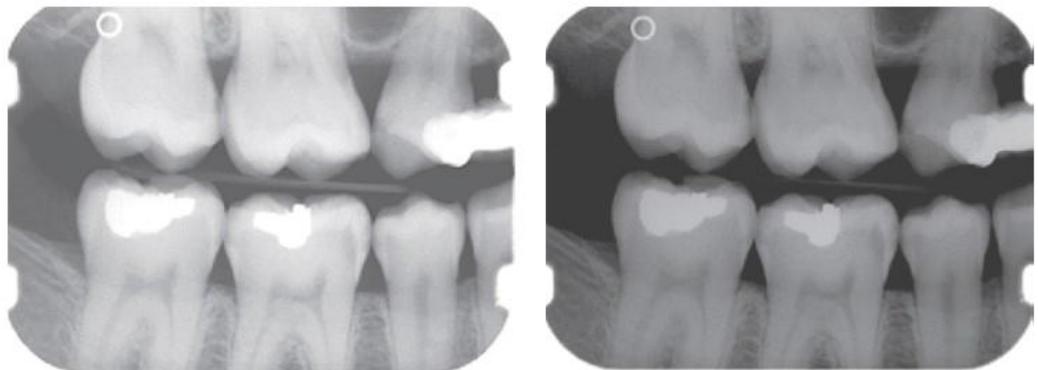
Radiograf yang kurang resolusi
